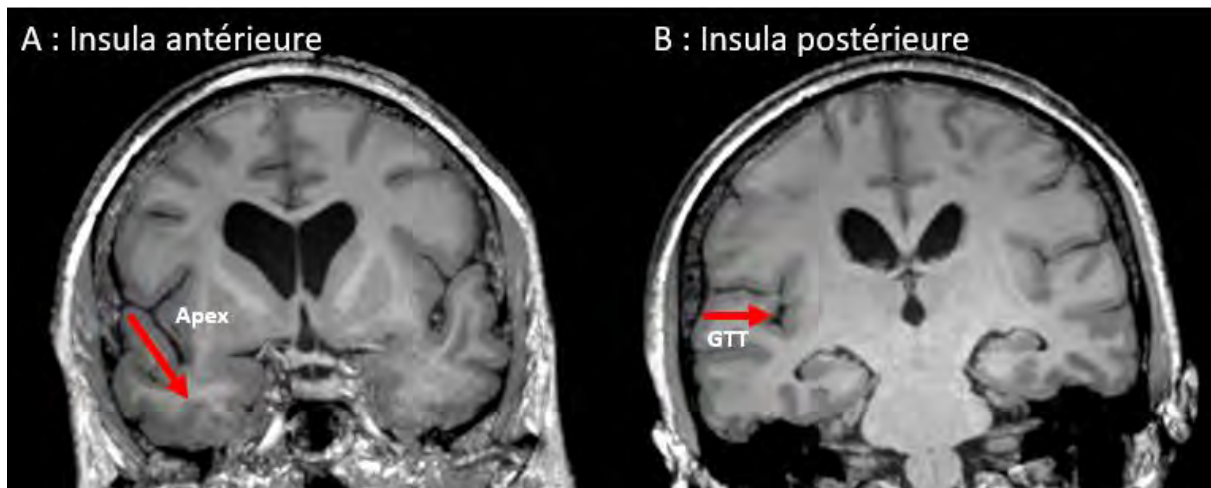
Obliquité des opercules. Vues coronales pondérées T1 IRM.
